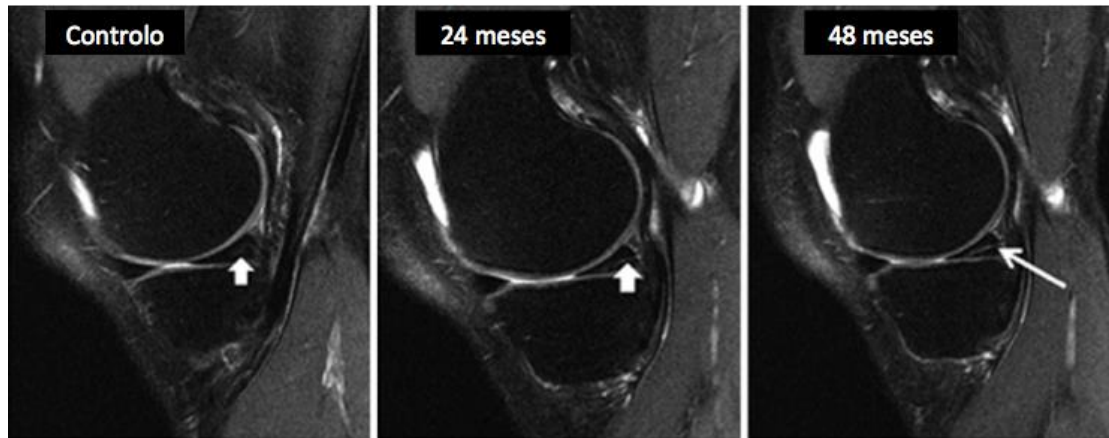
Evolução do sinal intrameniscal de ruptura horizontal do corno posterior do menisco interno durante um período de 4 anos numa repetição de ressonância magnética (RM). Adaptado de Hulet C. *Surgery of the Meniscus*. (Hulet C, Pereira H, Peretti G, Denti M, eds.). Berlin, Heidelberg: Springer Berlin Heidelberg; 2016.
